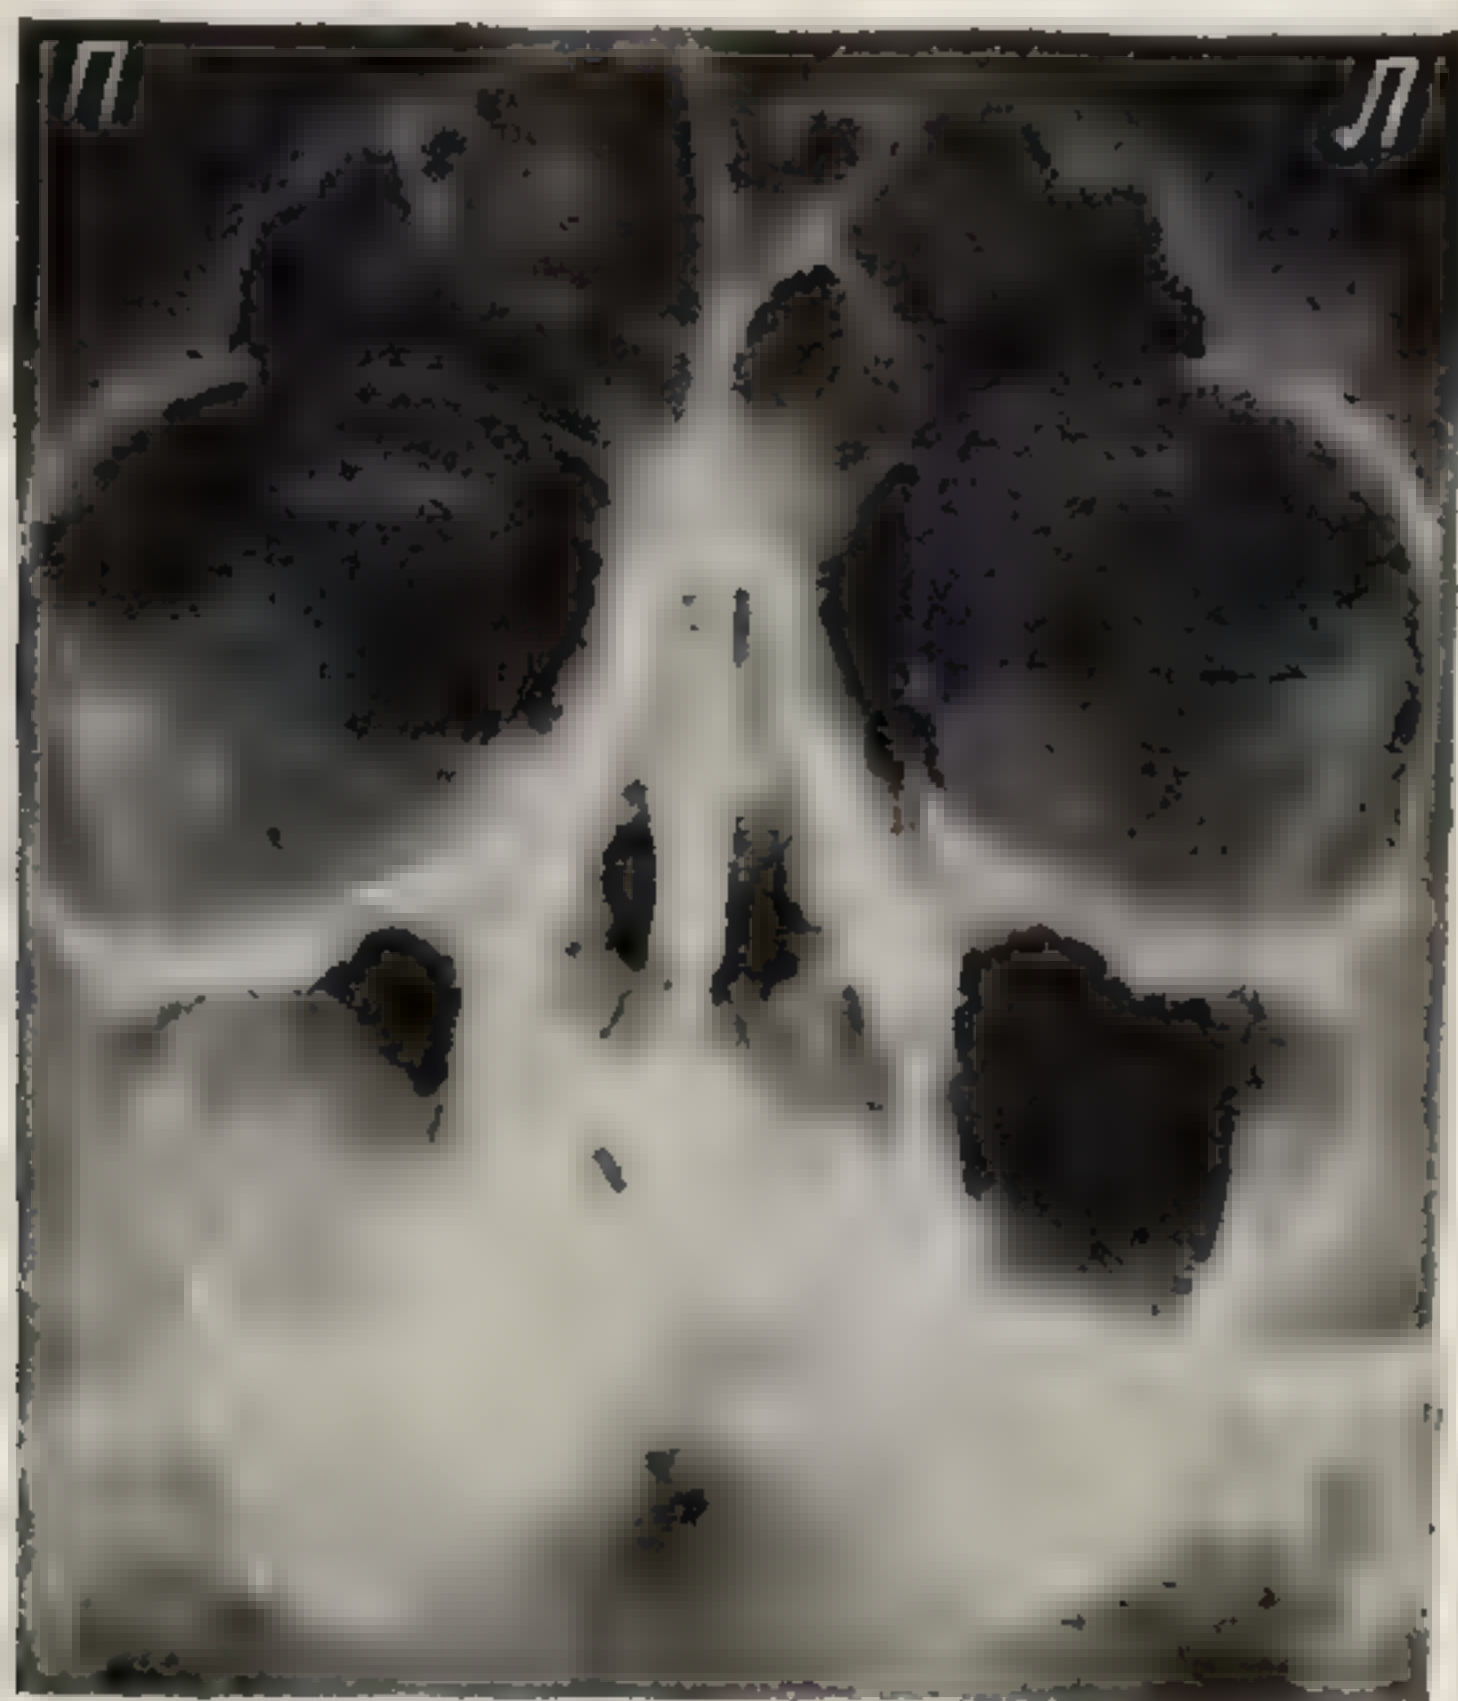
Рентгенограмма придаточных пазух носа в подбородочно-носовой проекции; крупная киста правой гайморовой пазухи, полукруглая тень которой своим верхним полюсом соприкасается с верхней стенкой пазухи.
